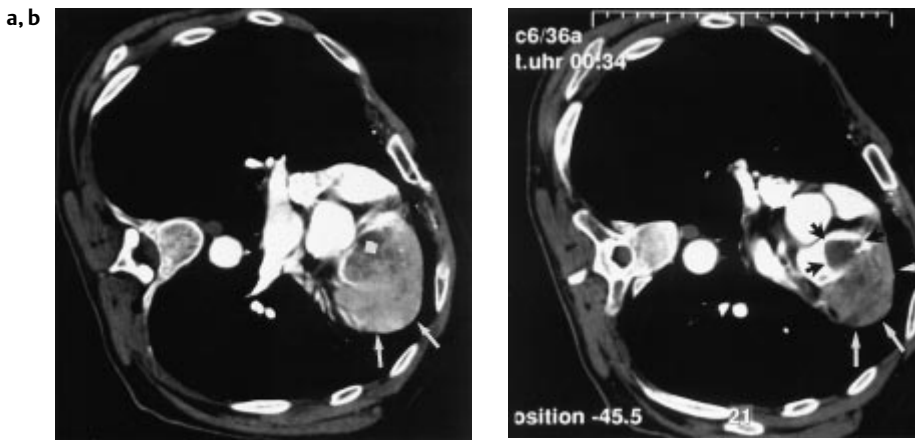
(a) Kontrastmittelangehobene Spiral-CT des Thorax in Linksseitenlage. Bei stattgehabter Beinvenenthrombose erfolgte die Untersuchung bei Dyspnoe zum Ausschluß einer Lungenembolie. Es zeigt sich eine 5 × 6 × 9,5 cm messende, vom rechtsventrikulären Myokard ausgehende Metastase (Pfeile)
